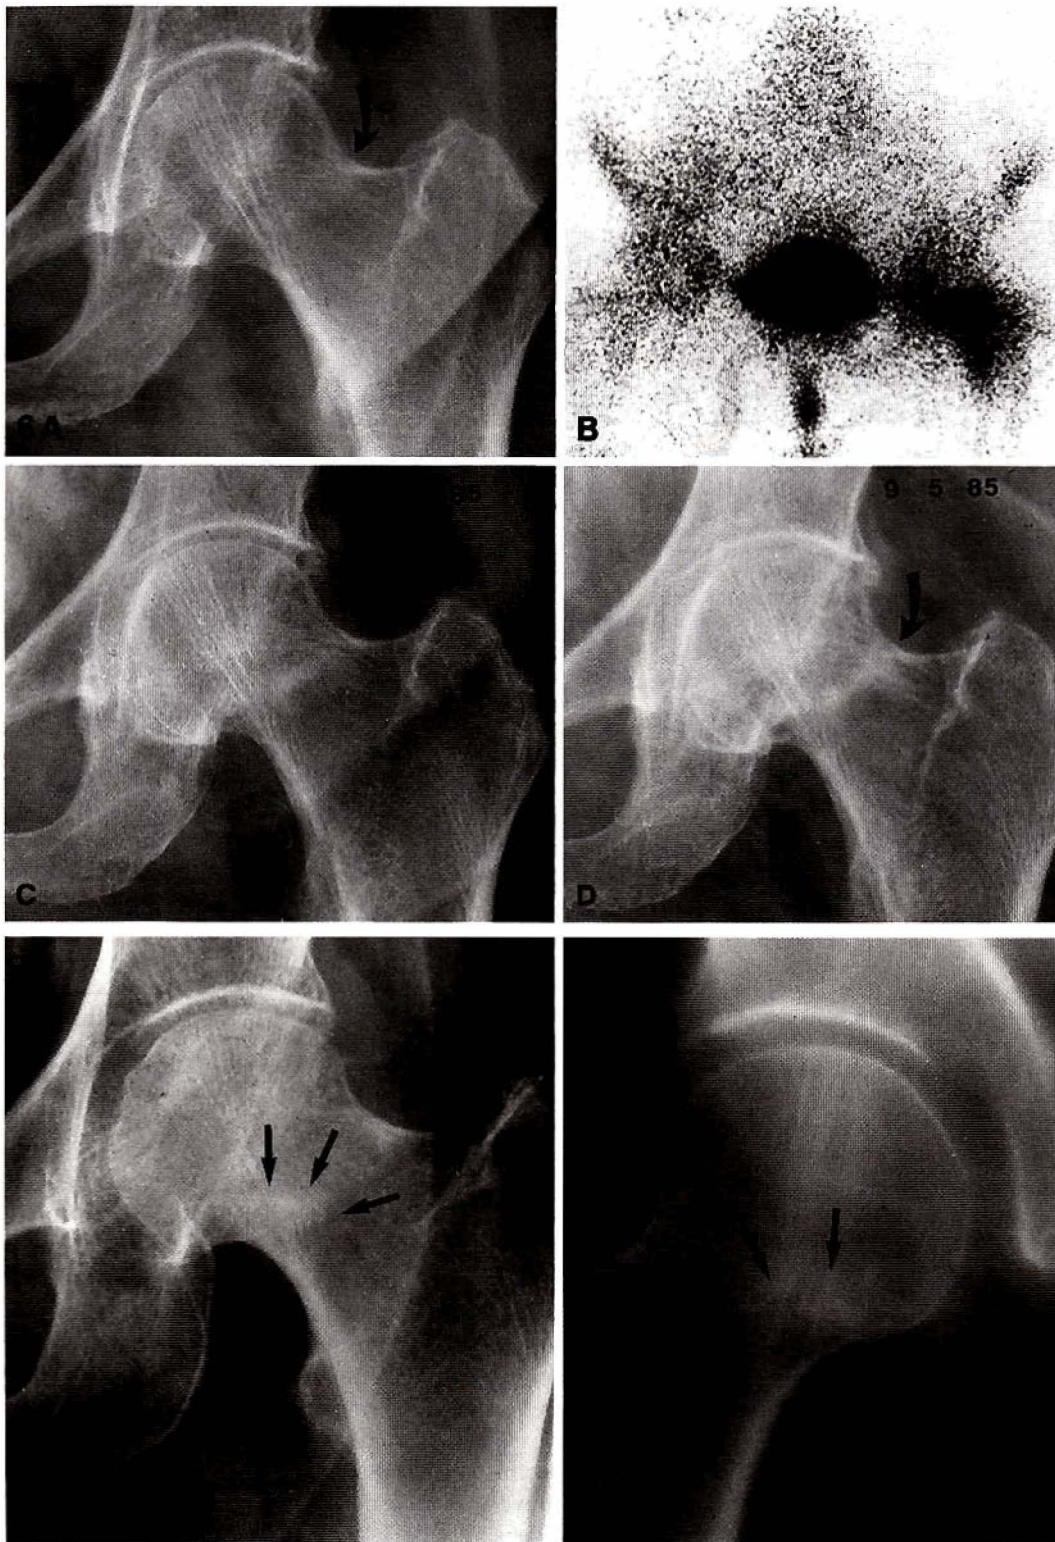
A-D. Fracture par insuffisance osseuse du col fémoral gauche chez une patiente ostéopénique. A Stade initial. La ligne d'ostéocondensation traversant la partie supérieure du col fémoral est à peine perceptible; B la scintigraphie en face antérieure au même moment est déjà parfaitement explicite, montrant clairement que le foyer d'hyperfixation est extra-articulaire; C évolution après 4 semaines; D évolution après 6 semaines. Le trait d'ostéocondensation réactionnelle péri-fracturaire est de plus en plus nettement visible
